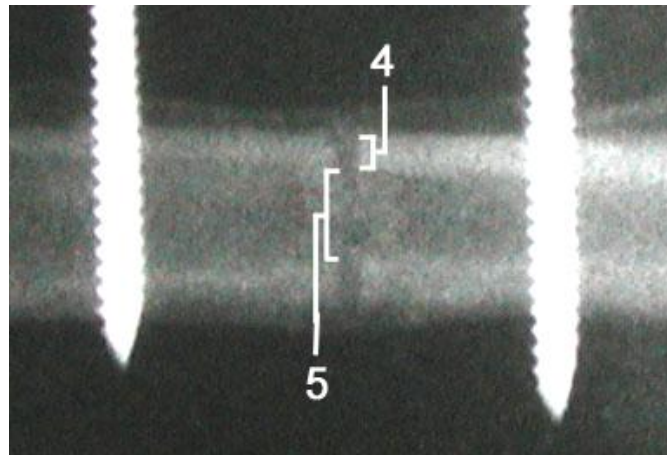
Röntgenaufnahme eines Kontrolltieres im Bereich der ROI nach der achten Standwoche; Kontrollgruppe, Tier 138
